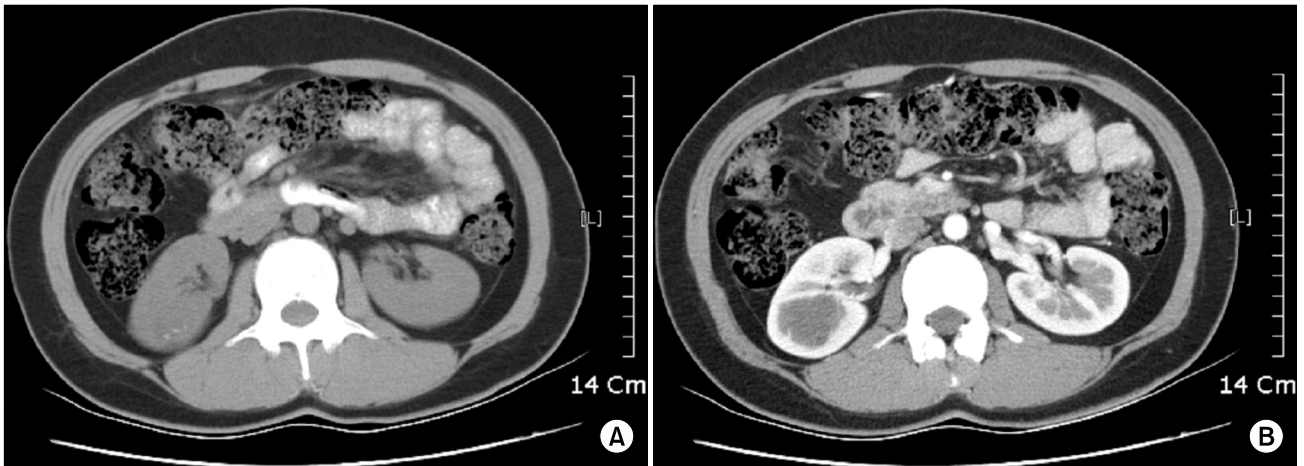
(A) Precontrast CT scan demonstrates a 3cm sized, slightly hyperdense cystic mass with spotty calcification on mid-portion of right kidney. (B) Postcontrast CT scan shows no definite enhancement of mass.
